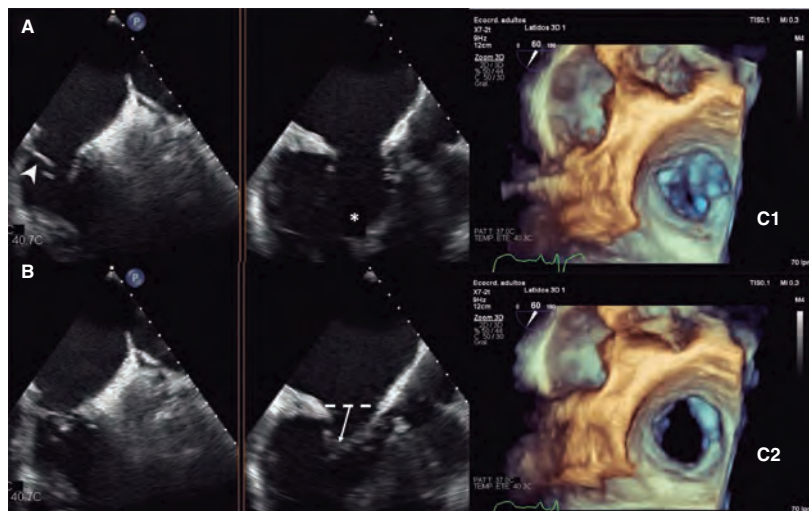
Evaluación detallada de la anatomía de la válvula tricúspide con ecocardiograma transesofágico bidimensional y tridimensional. Vistas del plano X en 55° (izquierda) y 145° (centro), en telediástole (A) y telesístole (B). Valvas marcadamente displásicas (punta de flecha) con inserción desplazada apicalmente (*Ebstein-like*) e implantación anómala de las cuerdas tendinosas (asterisco), lo que provoca tensión y abombamiento (flecha). C: evaluación de la válvula mitral con zoom tridimensional que evidencia una amplia brecha de coaptación, predominantemente entre las valvas septales y posteriores en telesístole (C1) y en telediástole (C2).
